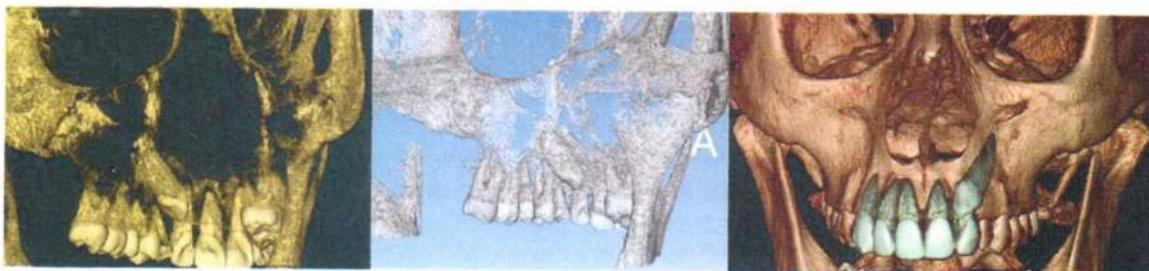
CBCT: analisi dei dettagli per la visualizzazione della sede del 23 incluso e dei rapporti di contiguità con le radici degli elementi adiacenti
